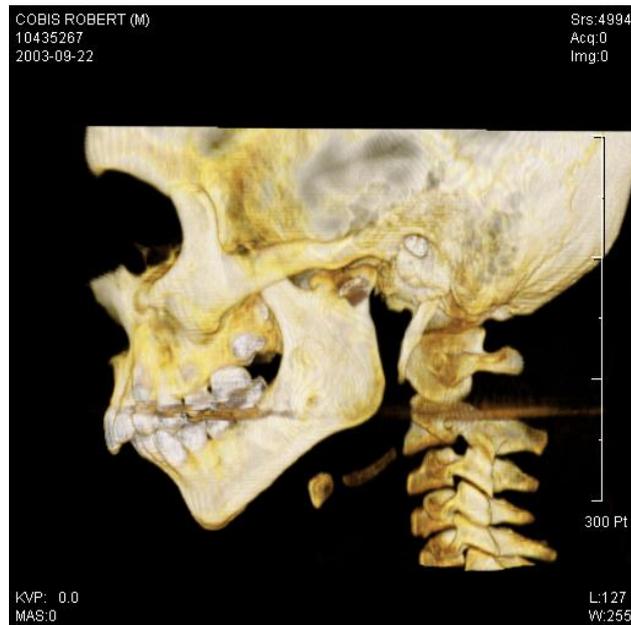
Tomografía computarizada con reconstrucción 3D, donde se observa la presencia de alambre de osteosíntesis en el cóndilo del lado izquierdo en un niño de 11 años de edad. Tomado de los archivos de Ortodoncia Interceptiva del Postgrado de Odontología Infantil. U.C.V, 2003.
